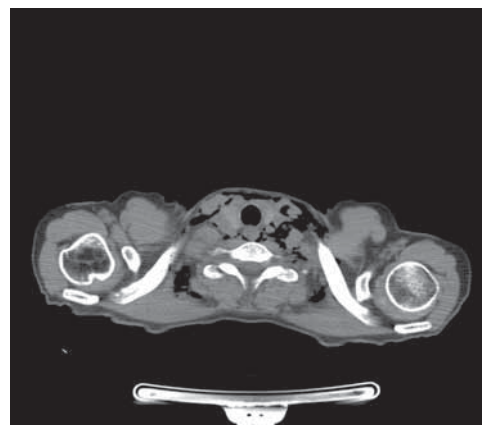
TAC collo e torace: al passaggio cervico toracico si osserva la presenza di enfisema sottocutaneo che si estrinseca a sinistra nei tessuti molli e giunge controllateralmente fino alla colonna vertebrale.
